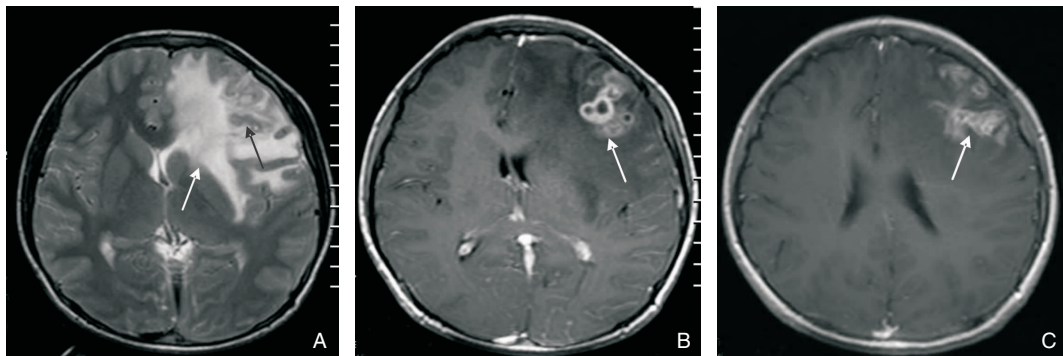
脑裂头蚴患儿的 MRI 表现及随访变化。 男,3 岁。主诉:抽搐,肢体活动障碍。A:为 T2WI,示左额叶灰白质交界区及脑灰质内斑片状条索状稍高信号灶且信号不均匀(黑箭头),病灶周围脑实质可见不规则大片状水肿(白箭头),有占位效应。B:为增强 T1WI,示病灶呈环形、串珠状强化。C:为 5 个月后复查 MRI,增强 T1WI 显示病灶强化的形态有改变。
